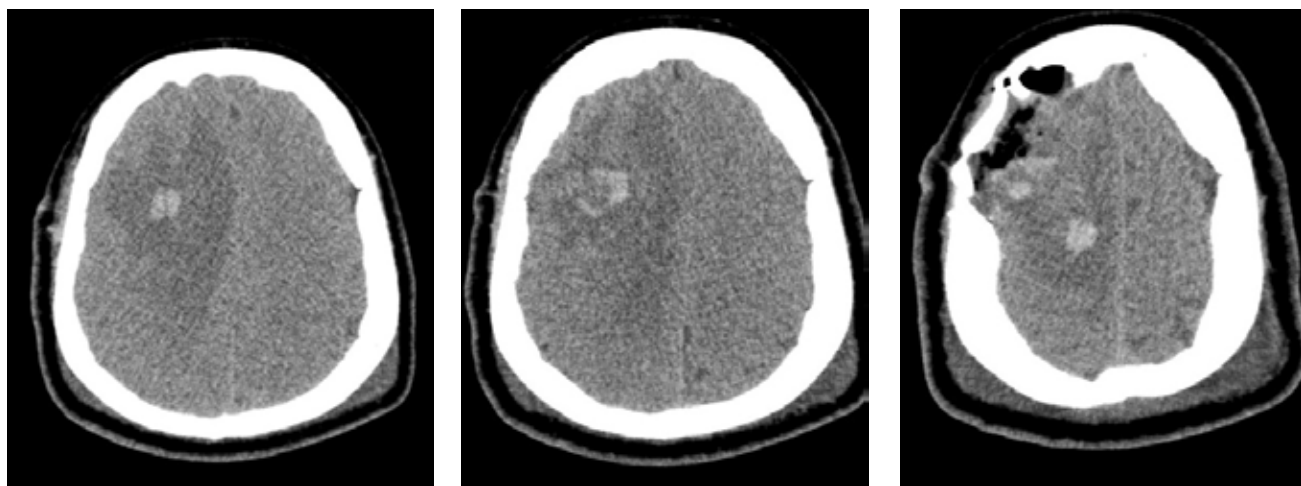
КТ головного мозга, после операции 3 сутки
